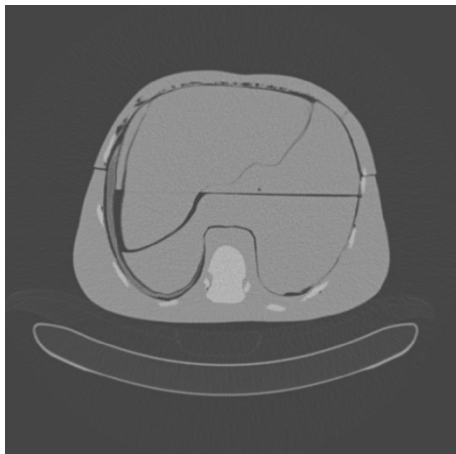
Schichtbild (transversaler Schnitt) der CT-Aufnahme des Torso-Phantoms ohne Overlay. Zu erkennen sind unter anderem die Leber (links oben), die Wirbelsäule und Rippen (hellere Bereiche), Luftblasen im Brustdeckel (oben), sowie die u-förmig gebogene Liege aus Metall (unten). Anmerkung: Die Schicht ist so zu interpretieren, dass der Betrachter die Schicht von den Füßen in Richtung Kopf betrachtet. Deswegen ist die Leber auf der linken Seite zu finden
